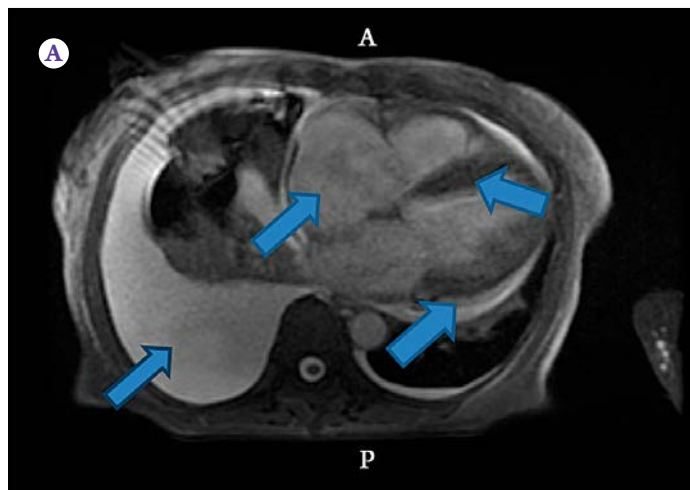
Результаты магнитно-резонансной томографии сердца пациентки Б.
